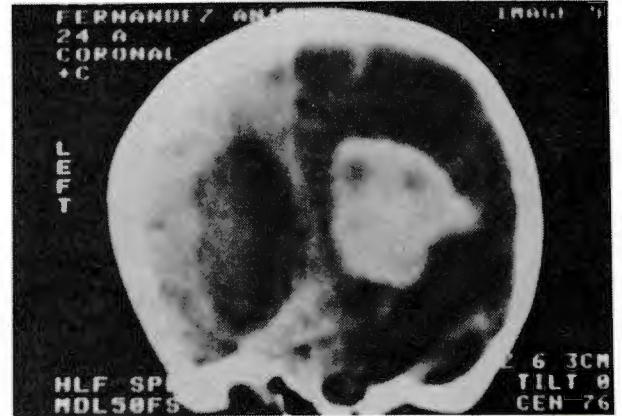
TAC con contraste evidencia un importante refuerzo.
